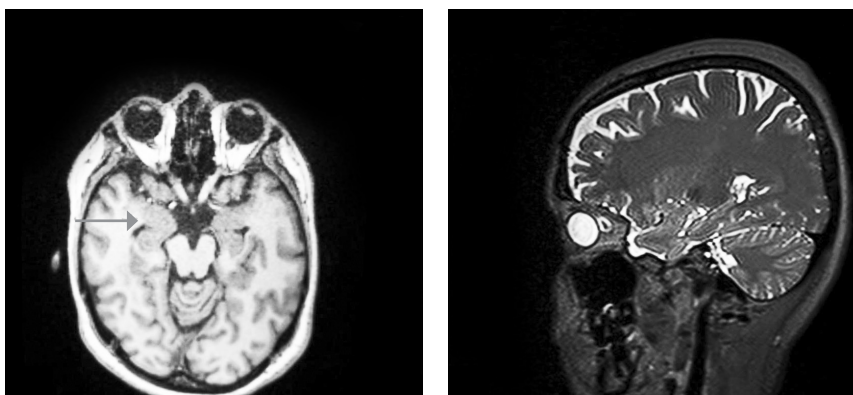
Участок структурных изменений в кортикальных-субкортикальных медиобазальных отделах правой височной доли — более вероятно DNET. Единичный очаг глиоза в левой височной доле, вероятно, неспецифического резидуального генеза, не выраженного расширения наружного ликворного пространства. В сравнении с МРТ от 2009 г. — без динамики по размерам изменения в правой височной доле
